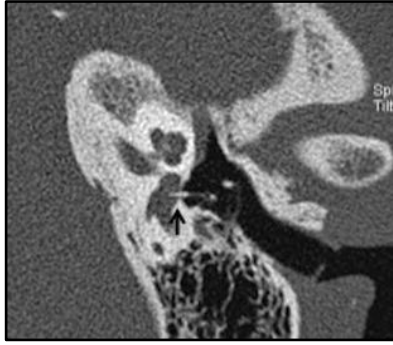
Imatge TAC paraaxial de l'os temporal esquerre en un pacient amb vertigen sever postestapedectomia. La pròtesi d'estrep està luxada i es troba en part dins del vestíbul (fletxa)
